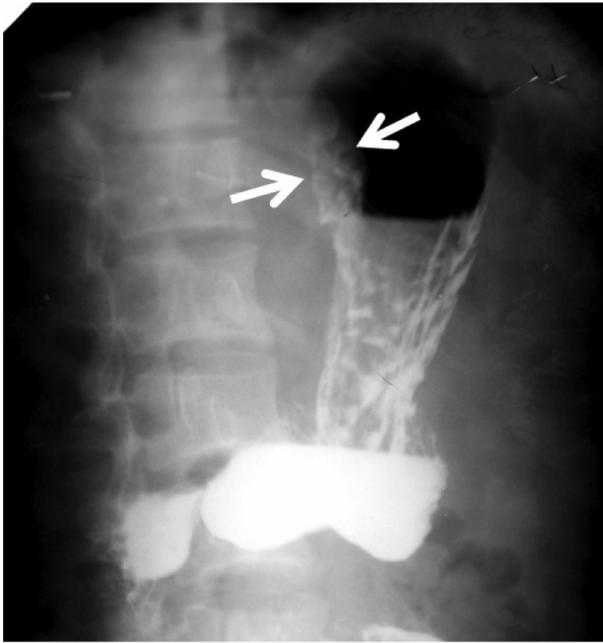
Больная Б., 25 лет. Обзорная рентгенограмма желудка в первой косой проекции.
